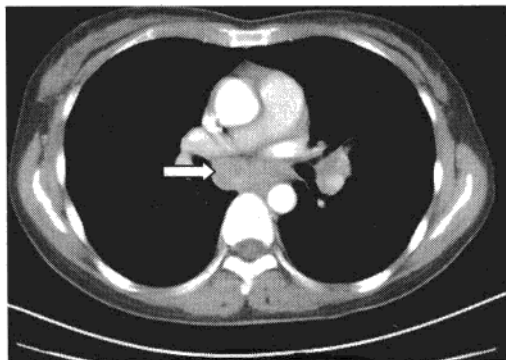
CT 增强图像示淋巴结增大 (白箭示)
